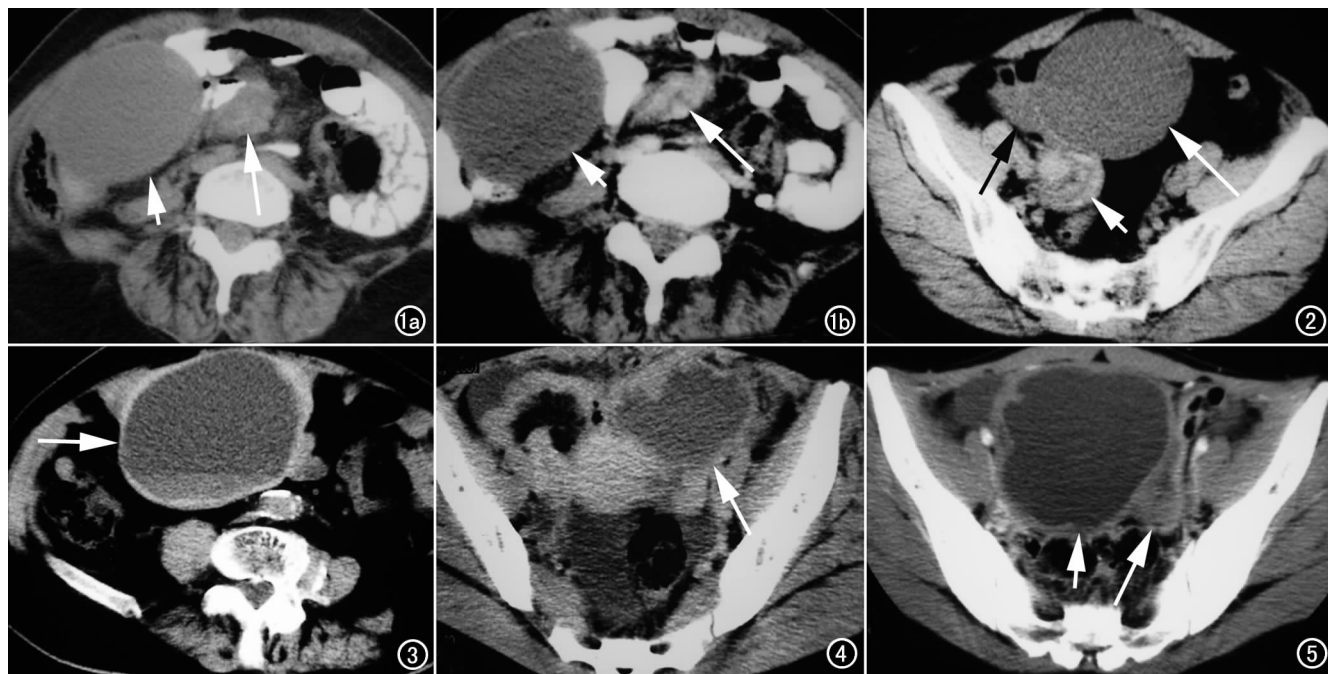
a) CT 平扫示右侧下腹部囊实性双肿块:囊性肿块(短箭)和实性肿块(长箭);b) 增强扫描显示囊壁均匀稍厚,强化不明显(短箭);右侧输卵管增粗扭曲呈绳索状,增强较明显(长箭)。图 2 CT 平扫示盆腔囊实性双肿块,囊性肿块(箭);实性肿块(短箭),右侧输卵管增粗扭曲呈螺旋状,内见高密度出血;囊肿旁积液(黑箭)。图 3 CT 平扫示下腹部囊性包块,囊壁均匀或不均匀增厚,密度增高,与前腹壁粘连,囊内见低高密度液-液平征(箭)。图 4 CT 示合并囊性肿块破裂,左侧盆腔囊性肿块张力减低,囊壁不均匀增厚,边缘凹陷呈皱缩状(箭),右侧髂窝及子宫直肠窝积液。图 5 CT 增强扫描显示盆腔囊实性双肿块无强化,囊壁不均匀稍增厚(短箭);实性肿块(箭);右侧髂窝囊肿旁积液。
